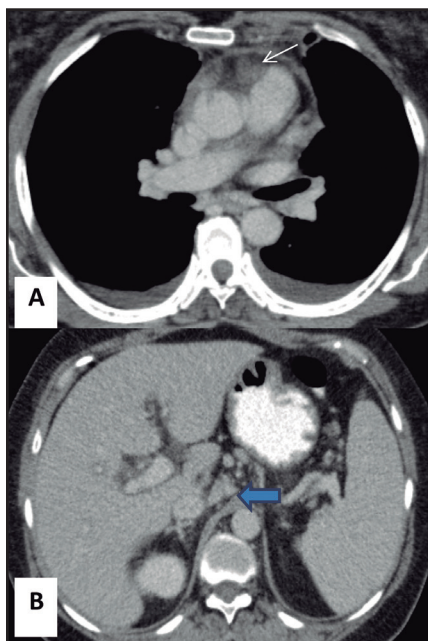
Tomografía axial computarizada toracoabdominal con contraste oral y endovenoso. A. Adenomegalia mediastinal prevascular de 24 mm (flecha blanca) y B. Conglomerado ganglionar adyacente al tronco celiaco (flecha azul) de 29 mm.
